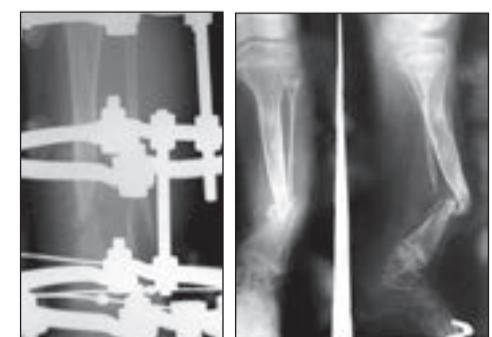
Відбиток з рентгенограми хворої Х.О. після резекції псевдоаррозу та остеотомії великомілкової кістки у верхній третині для поступового подовження вкороченого сегмента в апараті зовнішньої фіксації та після демонтажу апарату. Зрошення відсутнє
